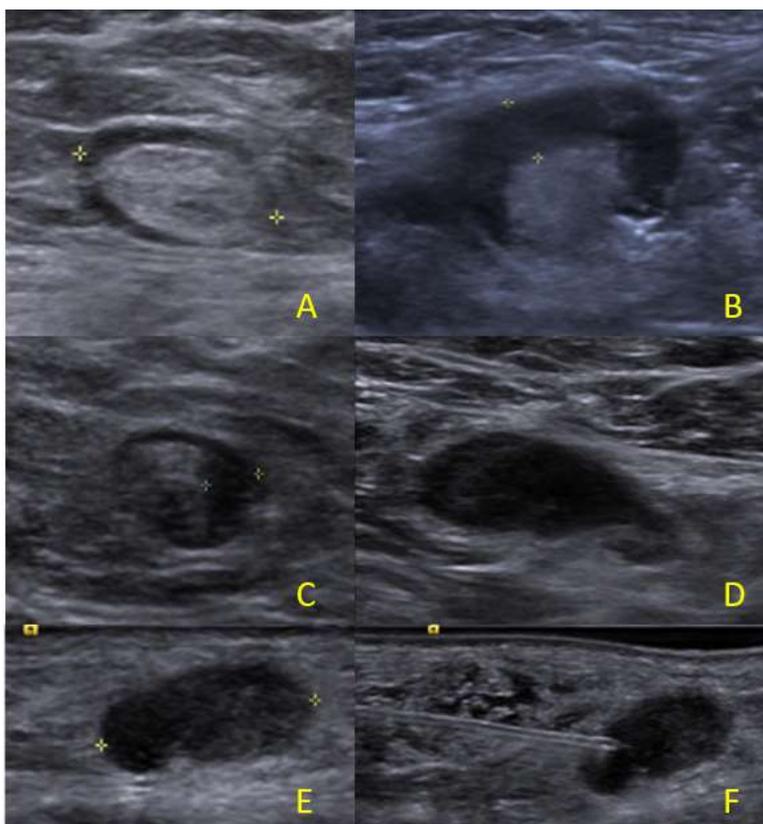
Características do linfonodo à ultrassonografia. A: Linfonodo normal. B: Linfonodo apresentando cortical espessada, medindo 4,1mm, com biópsia por agulha grossa resultando em linfonodo livre de metástase. C: Linfonodo apresentando espessamento focal irregular da cortical, cuja biópsia por agulha grossa resultou positiva para metástase. D: Linfonodo com perda do hilo, cuja biópsia por agulha grossa resultou positiva para metástase. E: Linfonodo atípico, com espessamento cortical. F: Biópsia por agulha grossa de linfonodo atípico com espessamento cortical, com resultado positivo para metástase.
